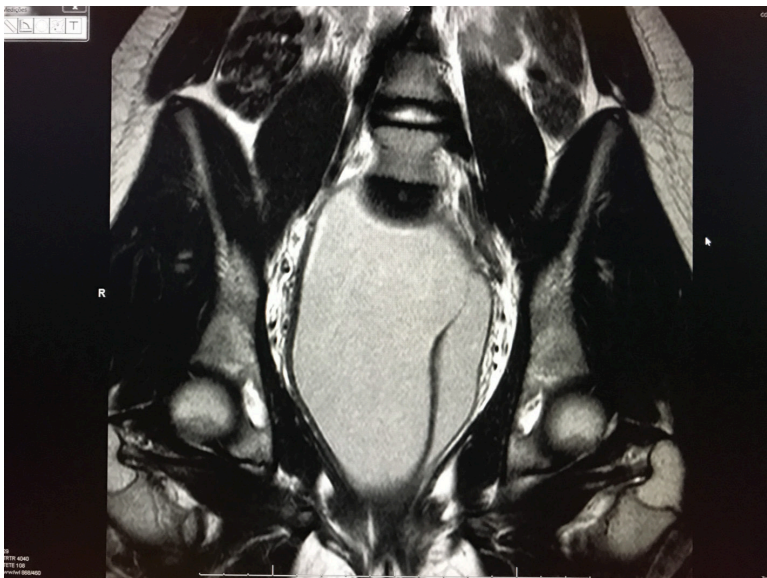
Ressonância no plano coronal em T2 mostrando septo vaginal completo e distensão da cavidade vaginal direita por hematocolpo.
